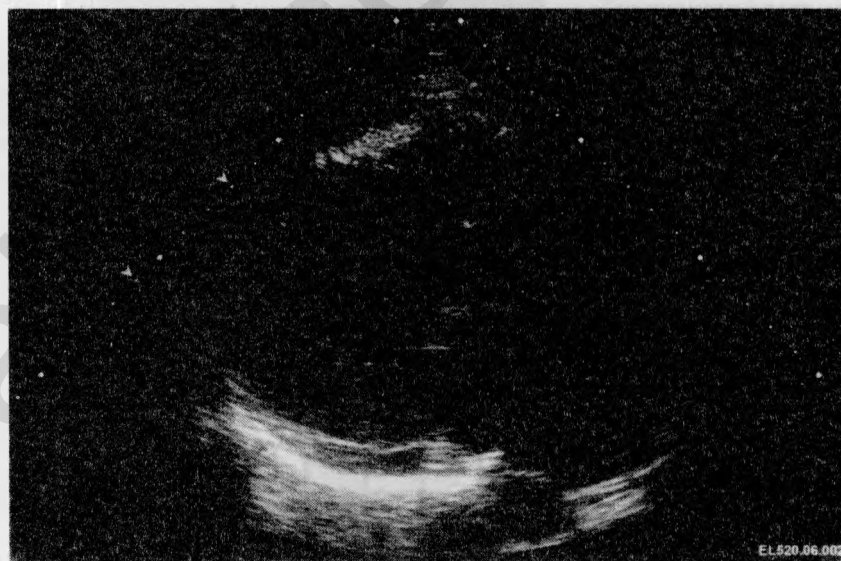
Двухмерная эхокардиограмма пациентки с гипертрофической кардиомиопатией. Утолщение стенки левого желудочка. Больше всего утолщена межжелудочковая перегородка. Парастеральная продольная проекция во время диастолы (а); парастеральная продольная проекция во время систолы (б)
